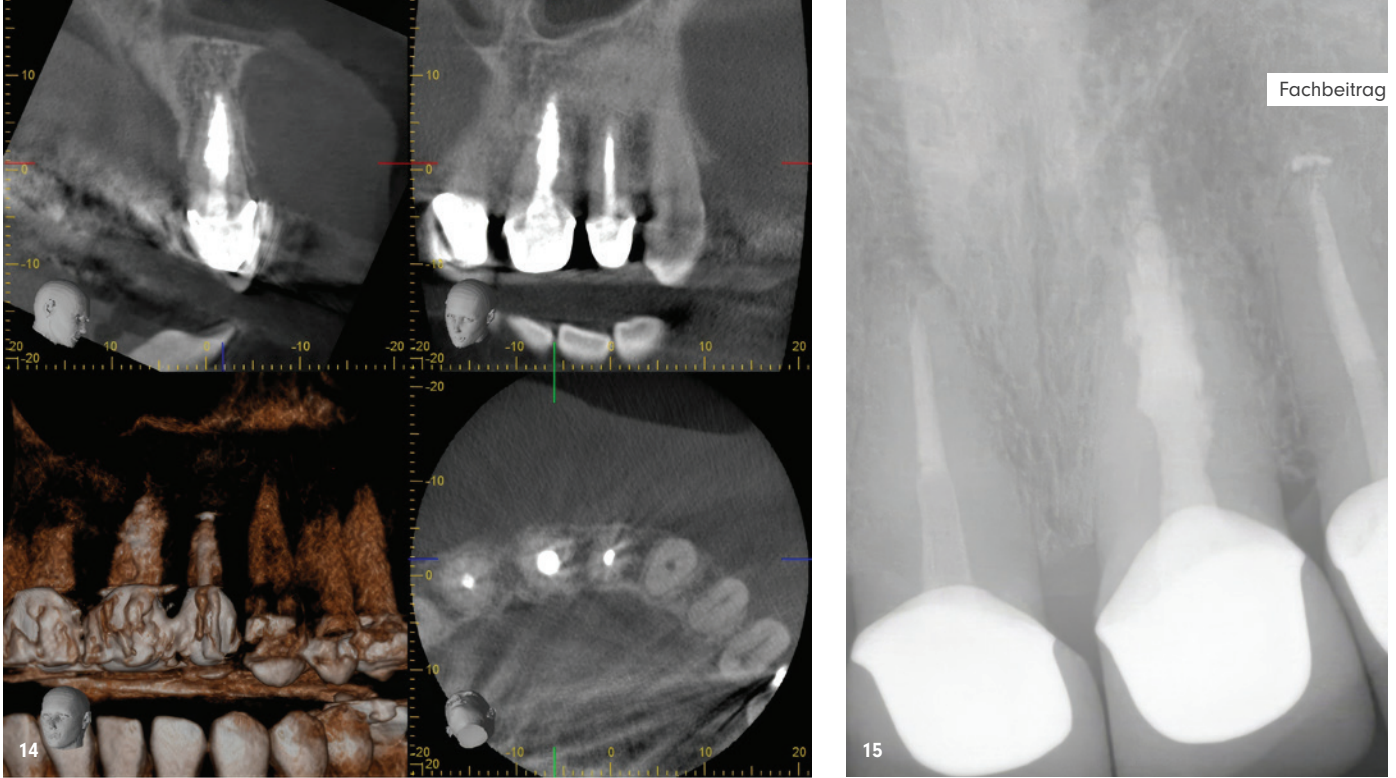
Bildschirmaufnahme DVT aus 2020. – Abb. 15: Röntgenkontrolle 5,5 Jahre nach Wurzelfüllung.
